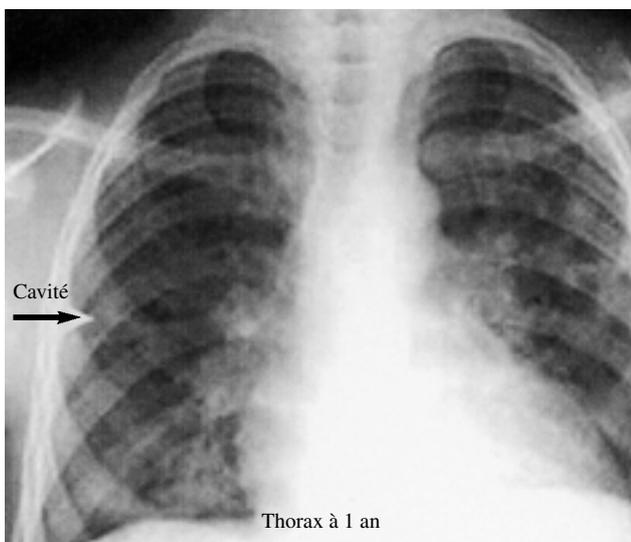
Radiographie pulmonaire 1 an après traitement du même patient
